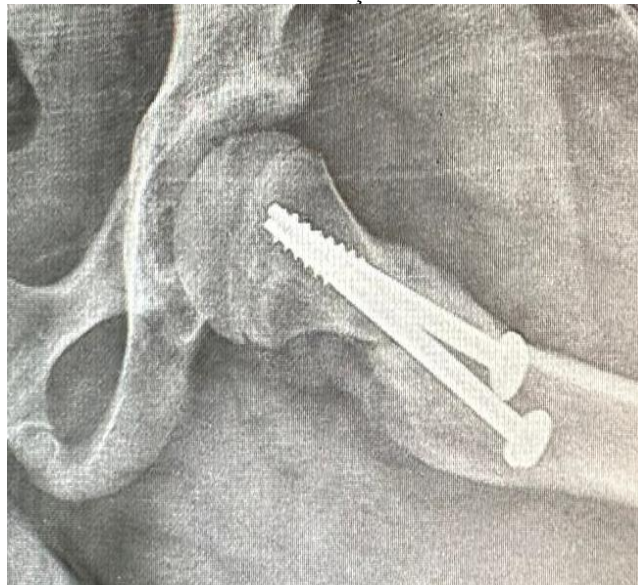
Radiografia Anteroposterior da porção proximal do Fêmur com a coxa em extensão, no pós-cirúrgico imediato
